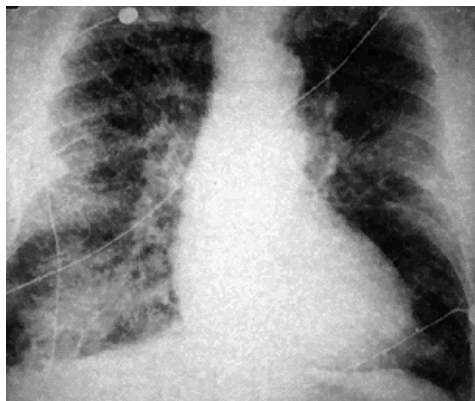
Radiografie toracică incidență PA. Insuficiență mitrală.
